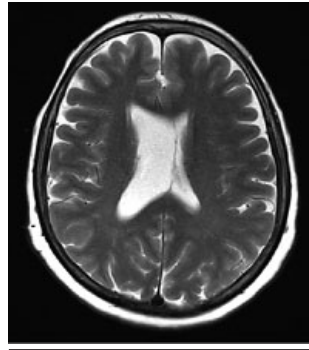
Brain MRI, T2-weighted sequence, axial projection
